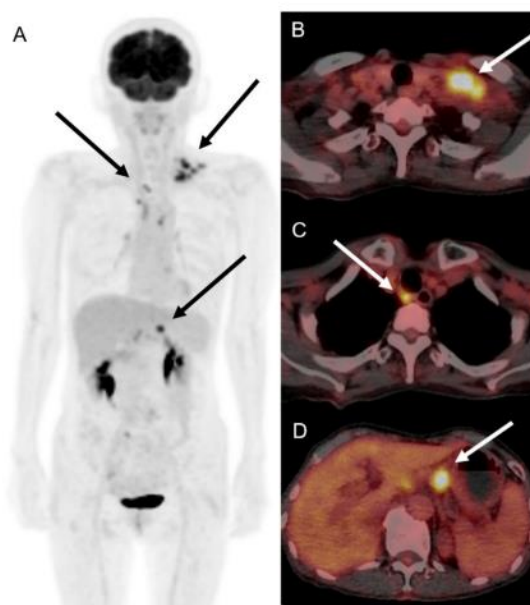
^{18}F -FDG PET/CT images of patient with COVID-19 vaccination-induced lymphadenopathy patient. Maximum intensity projection (A) and tomographic axial images of ^{18}F -FDG PET/CT showed multiple hypermetabolism in left supraclavicular (B), retrotracheal (C), and left gastric artery lymph nodes (D), with maximum standardized uptake value of 5.1–9.5.
